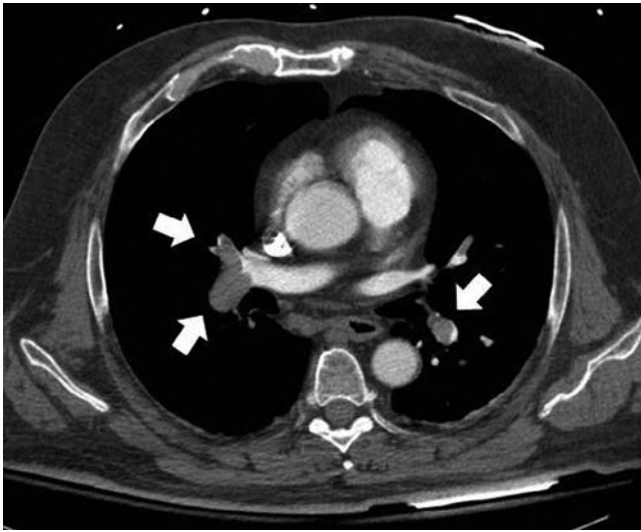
Angiograma por tomografía computarizada que muestra múltiples embolias pulmonares (flechas). (Usada con autorización del Dr. Scott Ambruster.)
